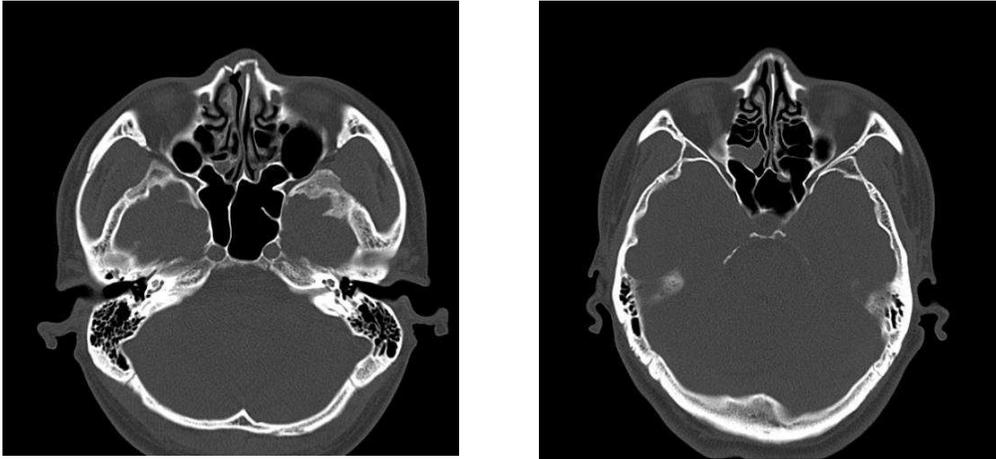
Comparison of pre and postoperative CT view. (Left) Preoperative CT view: Septum was fractured and deviated to right side. (Right) Postoperative CT view: Septum was corrected.
